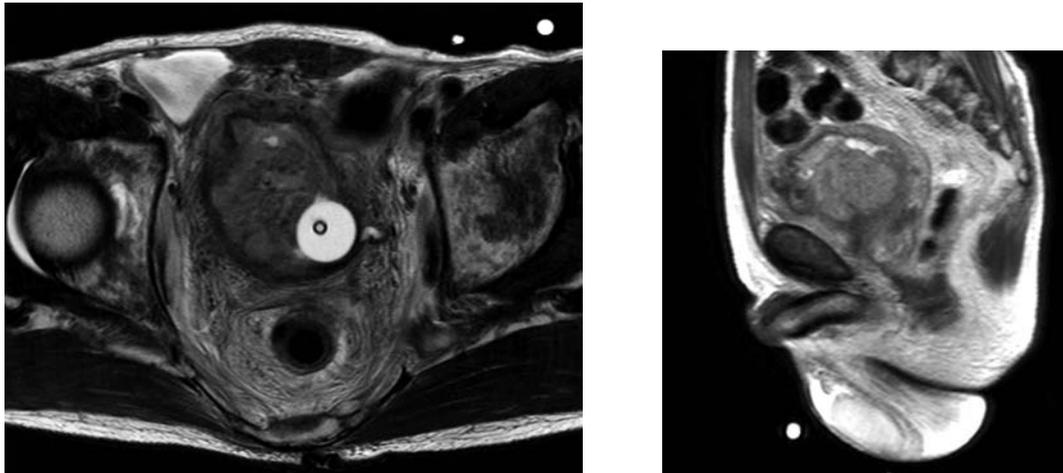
Magnetic resonance imaging examination revealed a bladder cancer invading the perivesical tissue (cT3bN0M0).
